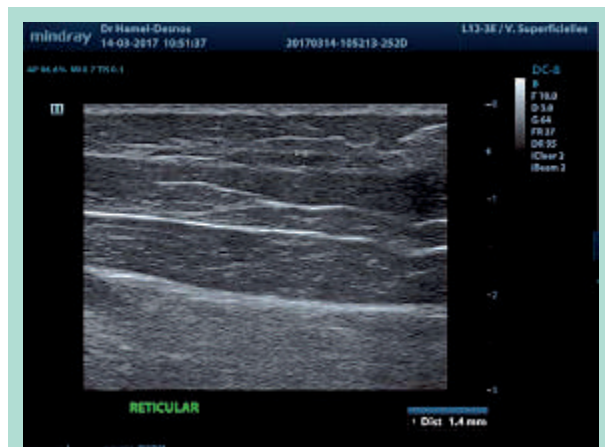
Veine réticulaire en échographie.
